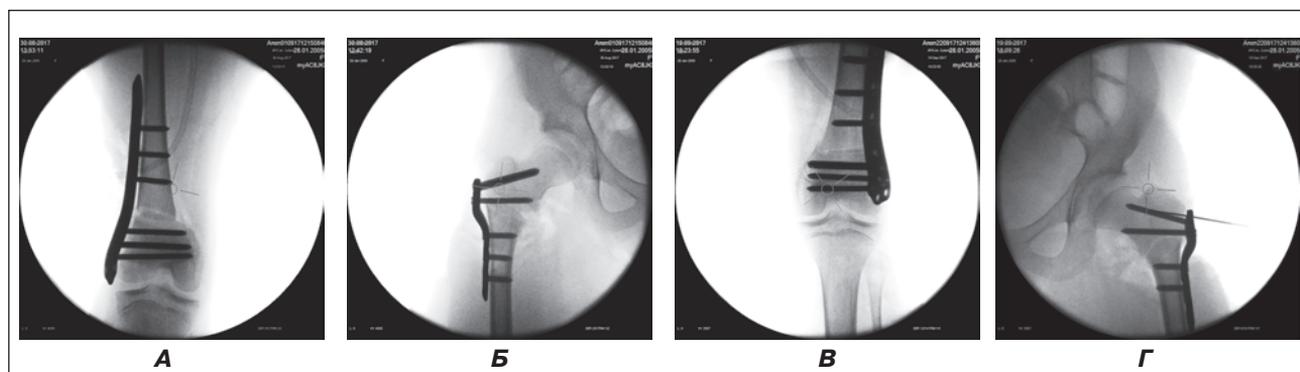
Ребенок Л., 12 лет. Фотоотпечатки рентгенограмм тазобедренных и коленных суставов после вмешательств
